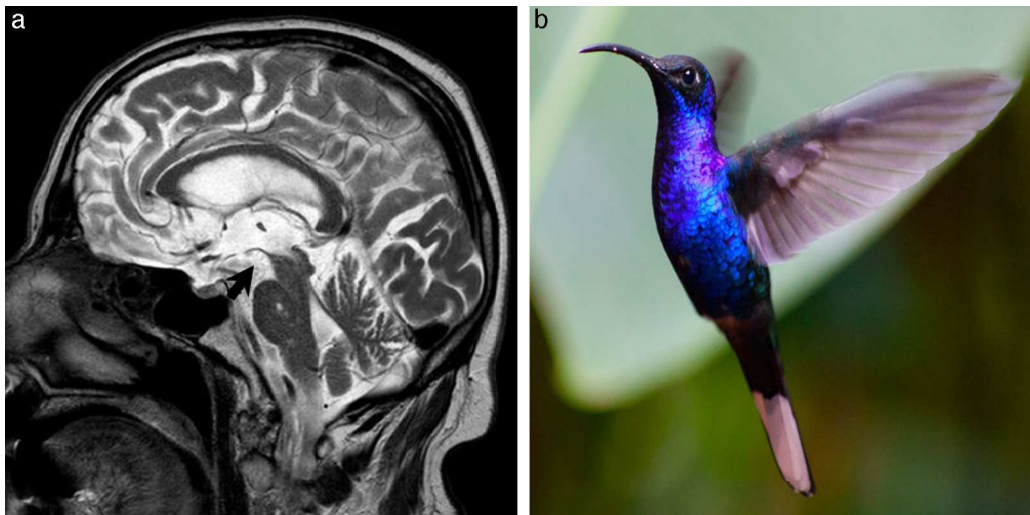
(a) Resonancia magnética de encéfalo, plano sagital, en ponderación T2 de un paciente con PSP y atrofia mesencefálica (flecha): se observa la pérdida de la convexidad habitual del mesencéfalo, con disminución del tegmento y una relativa conservación del tamaño de la protuberancia (asemejándose, respectivamente, al pico y cuerpo de un colibrí). (b) La foto del colibrí evidencia la similitud con la figura formada en (a).
